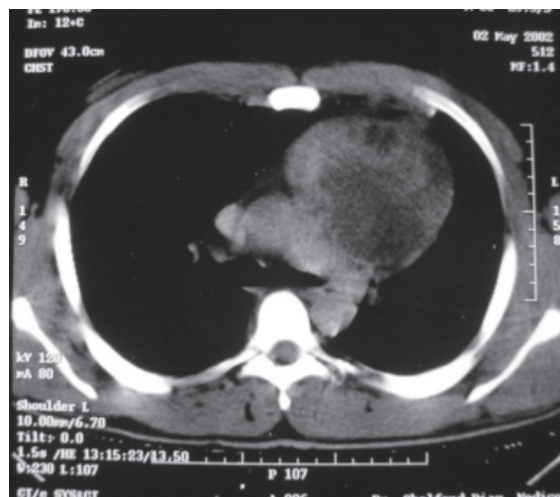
Tomografia de Tórax: tumoração em mediastino anteromedial à esquerda
